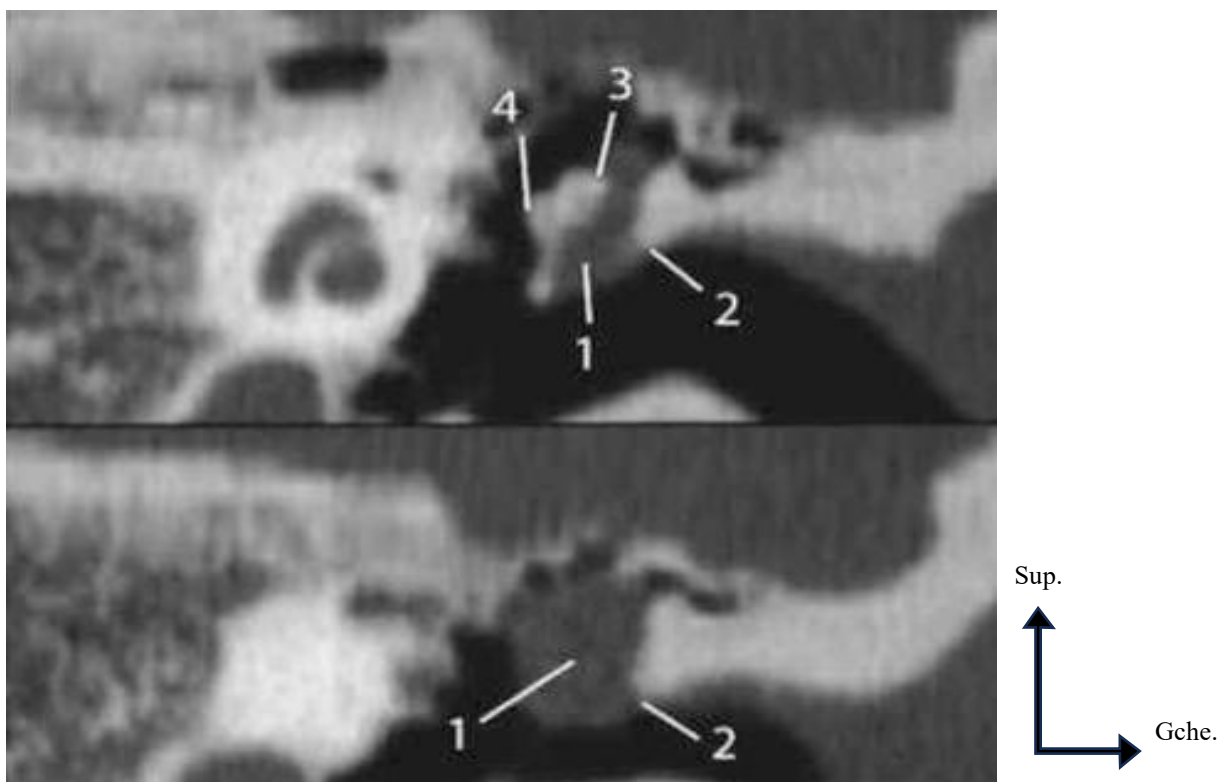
Cholestéatome. Lyse du mur de l'attique. TDM, coupes coronales. (1) Cholestéatome attical externe ; (2) lyse du mur de l'attique ; (3) enclume ; (4) tête du marteau. [17]
